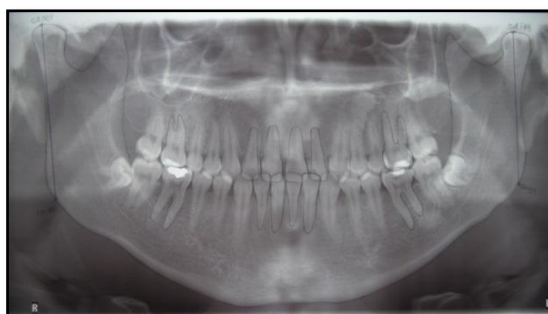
Radiografía panorámica con trazado Línea 7 de Levandoski
